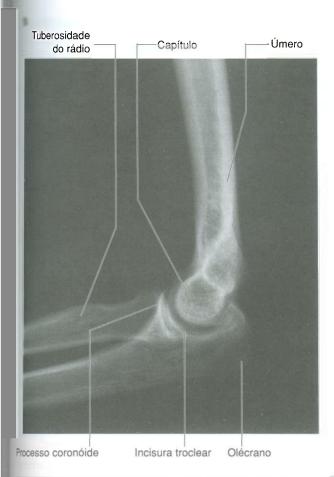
cont. B. Radiografia da articulação do cotovelo (vista lateral).
